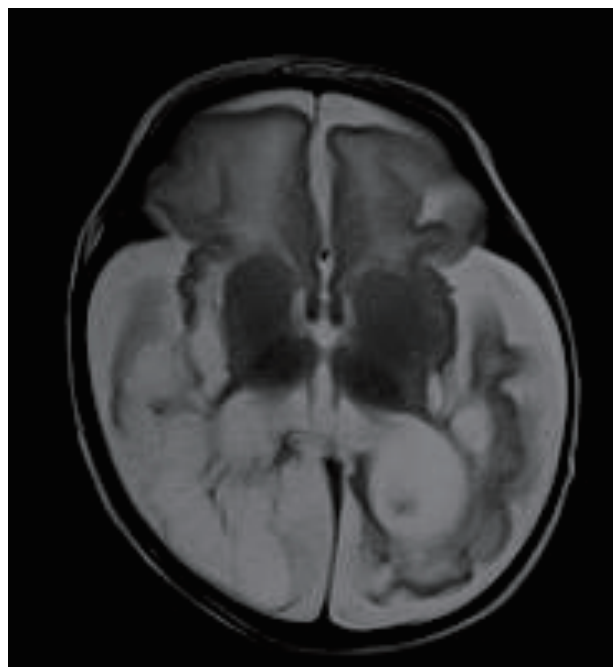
Case 2: Brain magnetic resonance image (MRI) at 68 days after birth (postconceptional age: 32 weeks and 4 days old) showed diffuse cystic change of bilateral periventricular white matter and volume loss of bilateral cerebral hemispheres and cerebellum.
